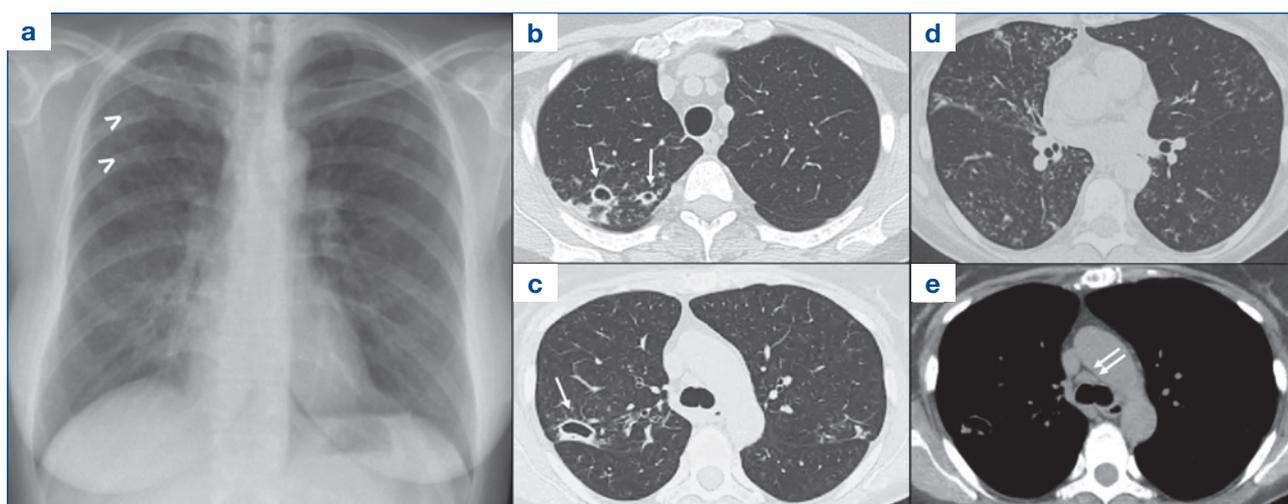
a) Radiografia del torace che evidenzia due addensamenti polmonari escavati (punte bianche) al lobo superiore destro e un quadro micronodulare diffuso bilateralmente agli apici polmonari; b-c) TC del torace che mostra tre lesioni escavate (freccie bianche) al lobo superiore destro posteriormente; d) micronoduli polmonari diffusi tipo “tree-in-bud” ai campi medio-inferiori bilateralmente e e) linfadenopatia mediastinica paratracheale.
